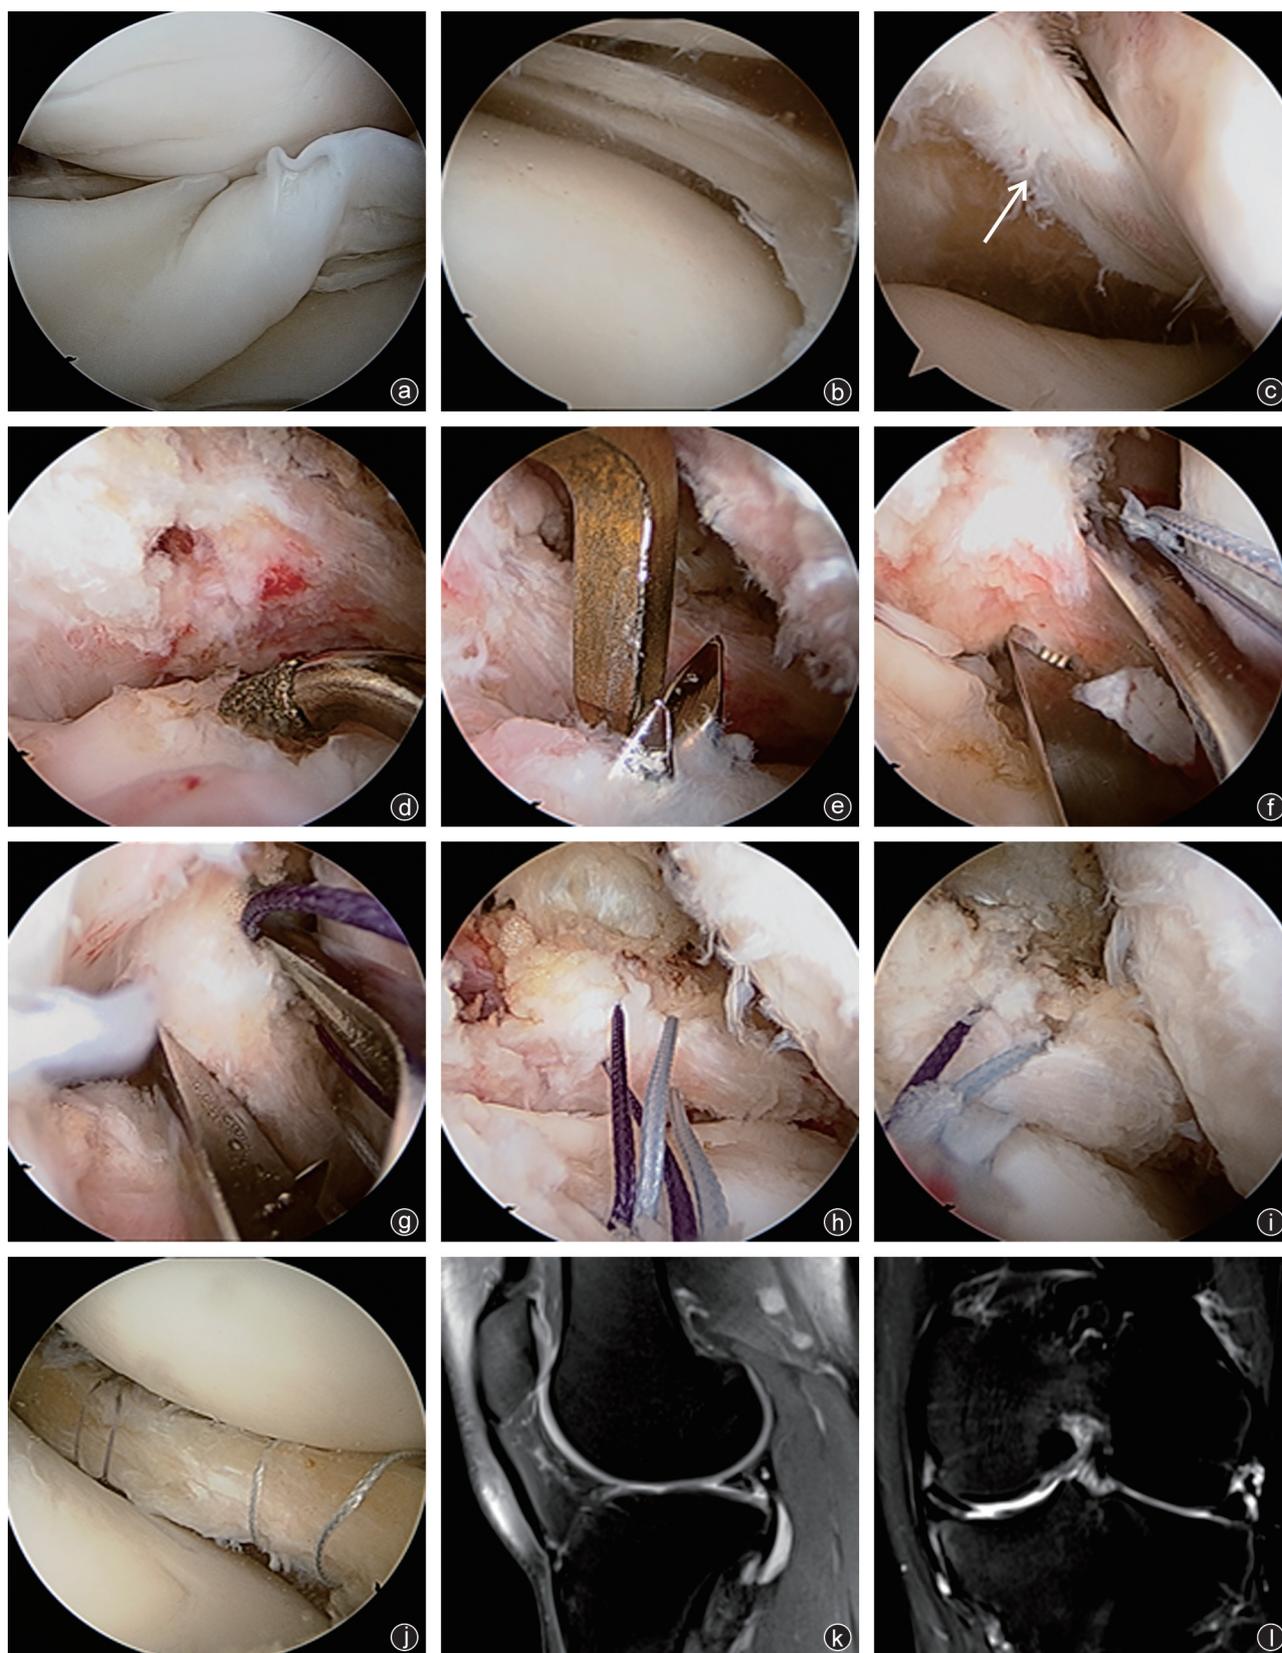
病人术中及术后图片资料 a: 术中探查见盘状半月板桶柄样撕裂, 嵌顿于髁间窝; b: 术中清理后发现半月板体部水平撕裂; c: 箭头所示半月板后角与胫骨、关节囊无附着, 仅有板股韧带与股骨内髁外侧面相连, 半月板的异常活动更明显; d: 用半月板挫或刨削刀磨挫半月板后角及体部肌腱裂口前后的边缘, 使其新鲜化; e: 应用后交叉韧带重建胫骨定位器, 向外侧半月板后角正常胫骨平台止点方向钻孔; f-i: 应用肩袖缝合器将半月板后角处穿线缝合2~3针, 将缝线尾端从骨道牵引出关节外侧, 打结固定; j: 应用全内缝合技术将半月板组织垂直褥式缝合固定于关节囊; k, l: 术后1年复查MRI显示半月板愈合良好
